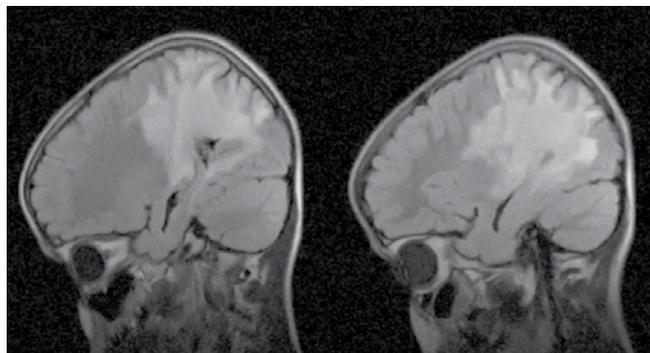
Томограммы пациента с X-сцепленной адренолейкоцистозией
